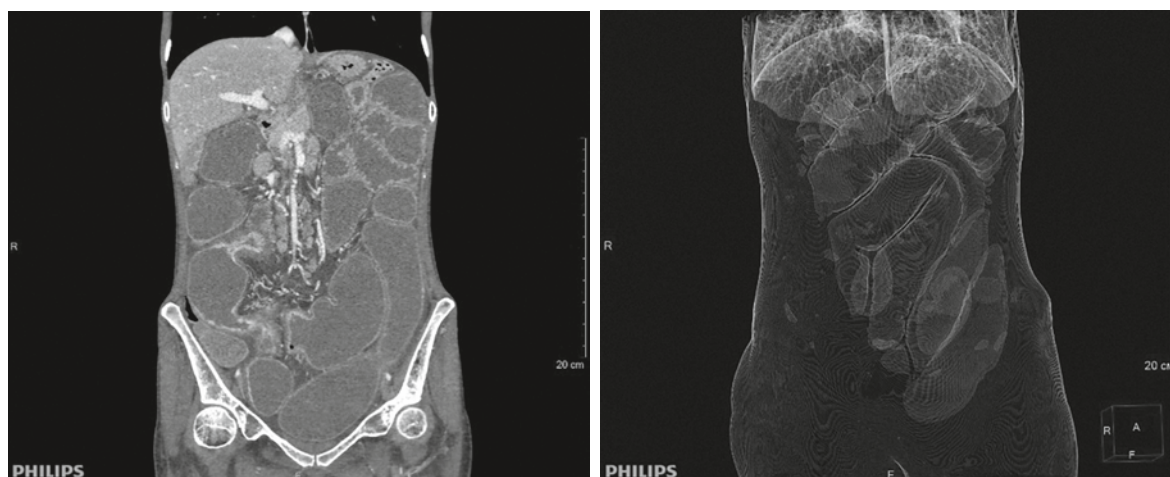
Результаты КТ органов брюшной полости
